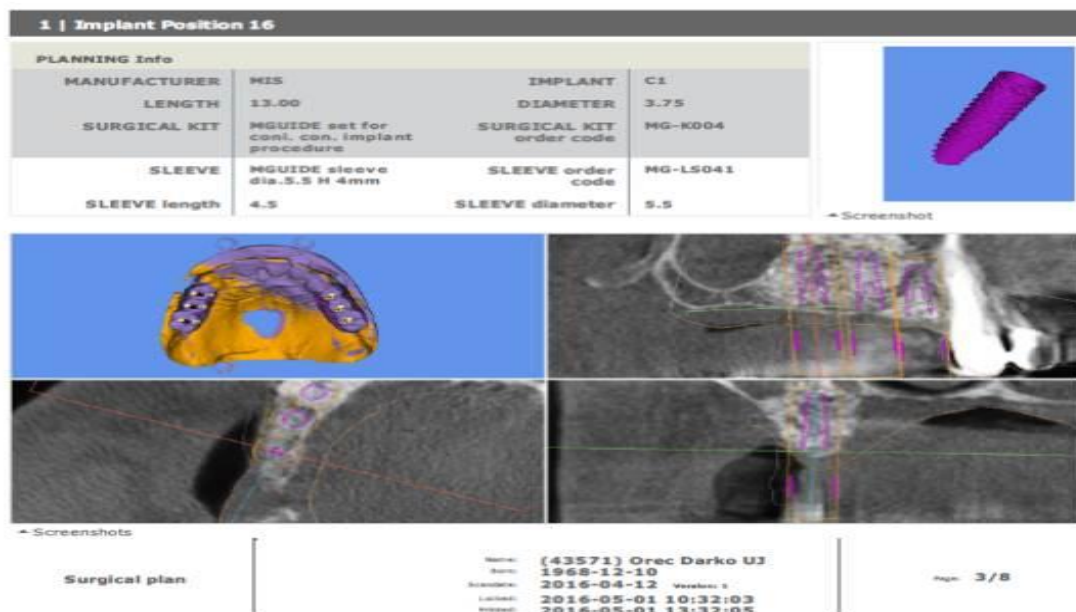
CBCT snimka koja se zajedno sa skenovima iz laboratorija šalje u M-guide centar.
